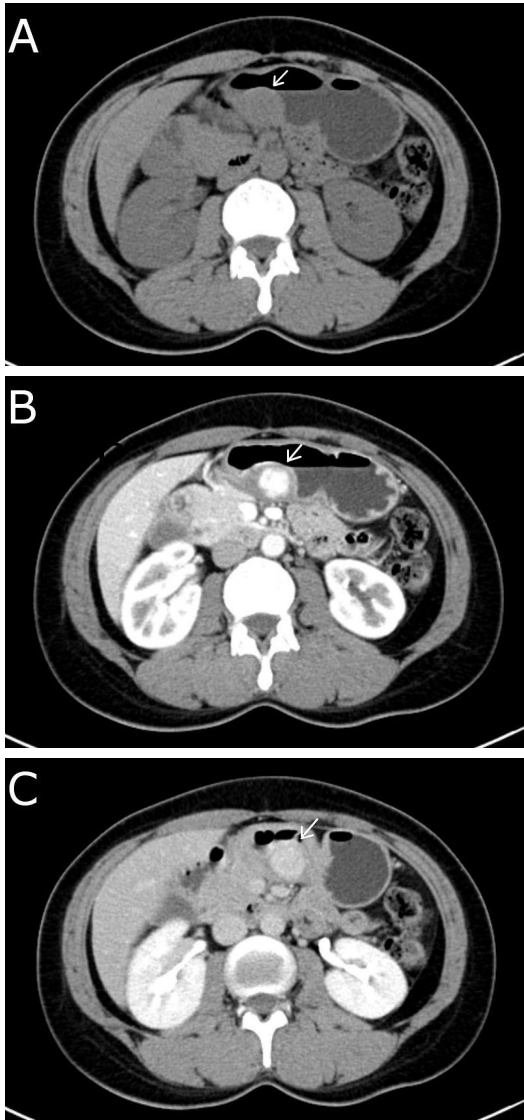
Abdominal CT (A) Non-enhanced axial CT image shows a mass lesion (arrow) in the posterior wall of the gastric antrum. (B) Arterial phase axial CT image reveals a well-defined enhancing mass (30×25 mm sized, arrow). The density of the mass is similar to that of the abdominal aorta. (C) This enhancement (arrow) persists to delayed phase.
